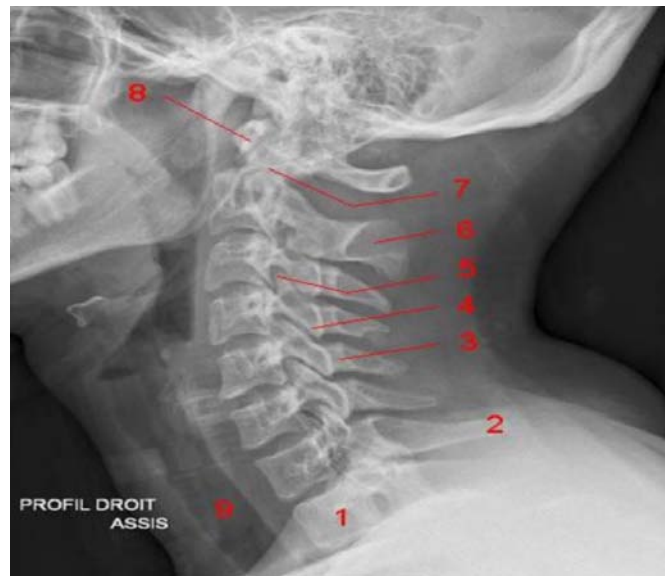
Radiographie du rachis cervical normal : cliché de profil. [115]
